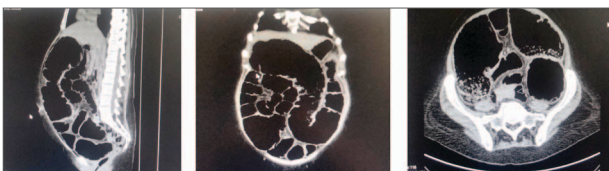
CT scan abdomen and pelvis, which revealed a stenosing and segmental circumferential lesion in the sigmoid.
